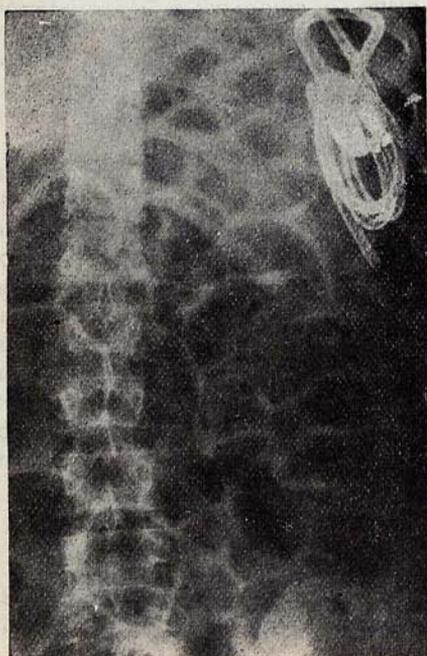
Sonda en final de íleon. Disminuyen las distensiones ileales en conjunto, no observándose las asas, tan distendidas, de las anteriores radiografías.
